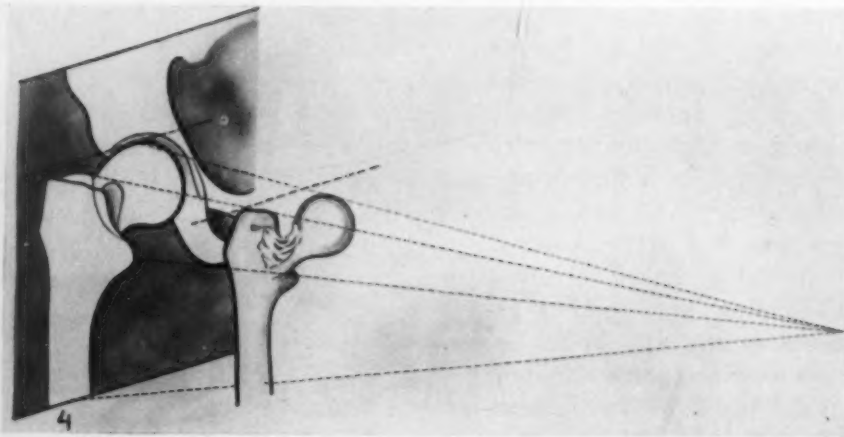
Darstellung des Vorgangs der Fehlprojektion bei planem Röntgenbild zu Abb. 2.
